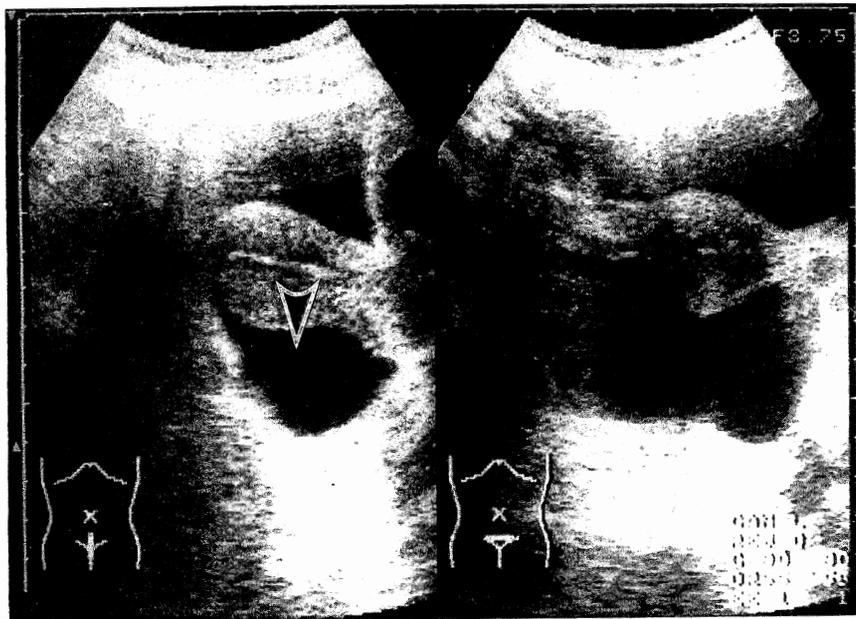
腹部超音波検査：骨盤内に腹水貯留を認める。
